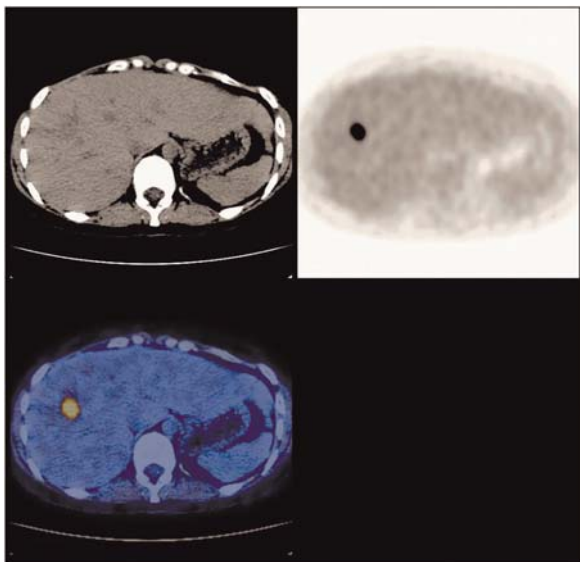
Rialzo del CEA con TC normale. La PET mette in evidenza una metastasi epatica al lobo destro
